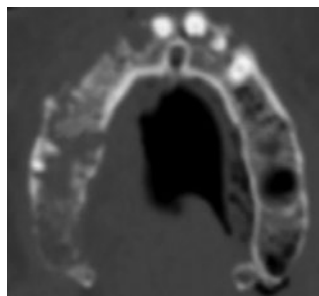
КТ челюстно-лицевой области от 31.08.2021. Определяется значительное увеличение площади деструкции костной ткани с переходом процесса на кортикальный слой верхней челюсти
